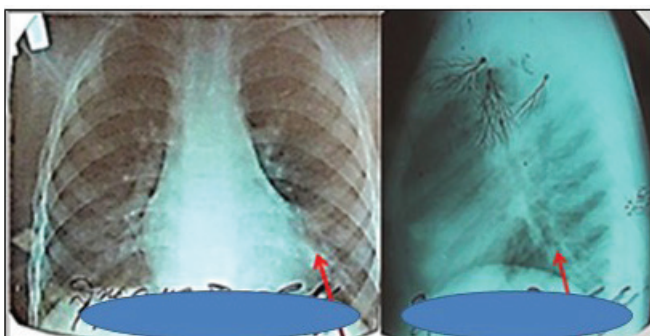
Рентгенограмма грудной клетки (стрелкой указана тень ателектаза и высокое стояние купола диафрагмы слева)
